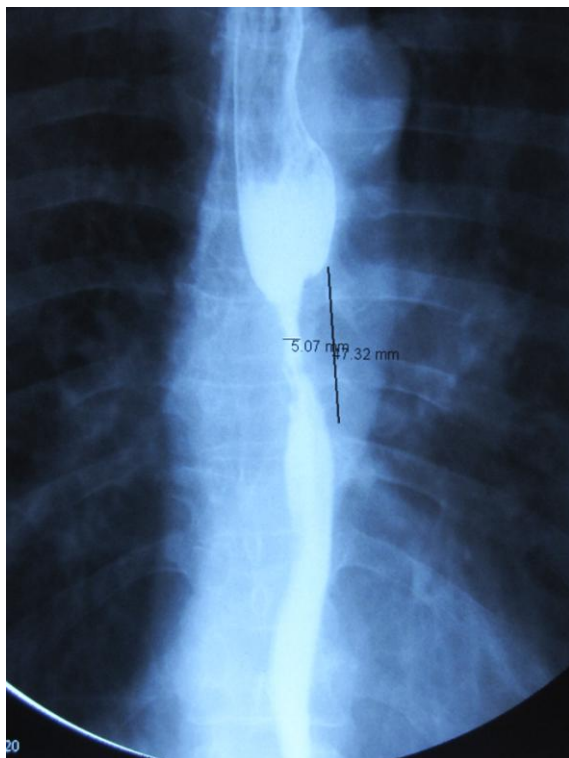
Рак среднегрудного отдела пищевода (Рентгенография с BaSO₄)
